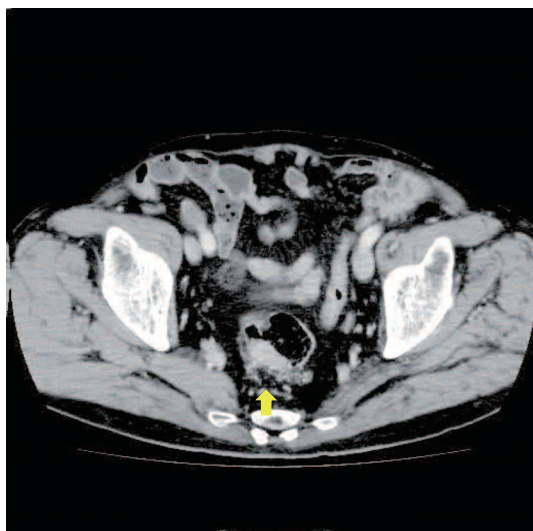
造影CT検査所見：直腸後壁に隆起性の軟部陰影があり、明らかな腸管外の浸潤や、他臓器転移はみられなかった。
